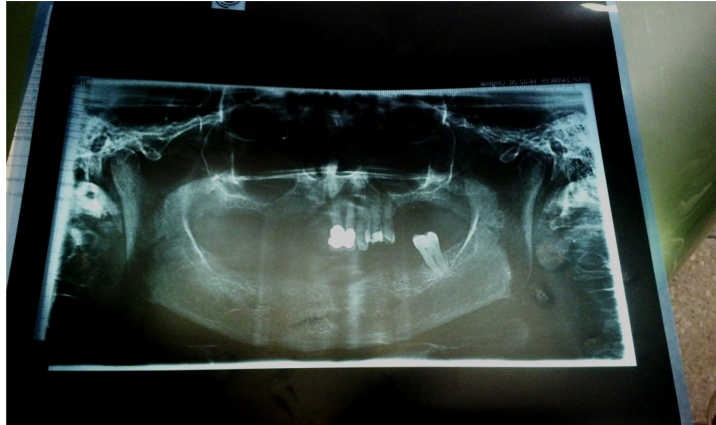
Ortopantomografía diagnóstica
